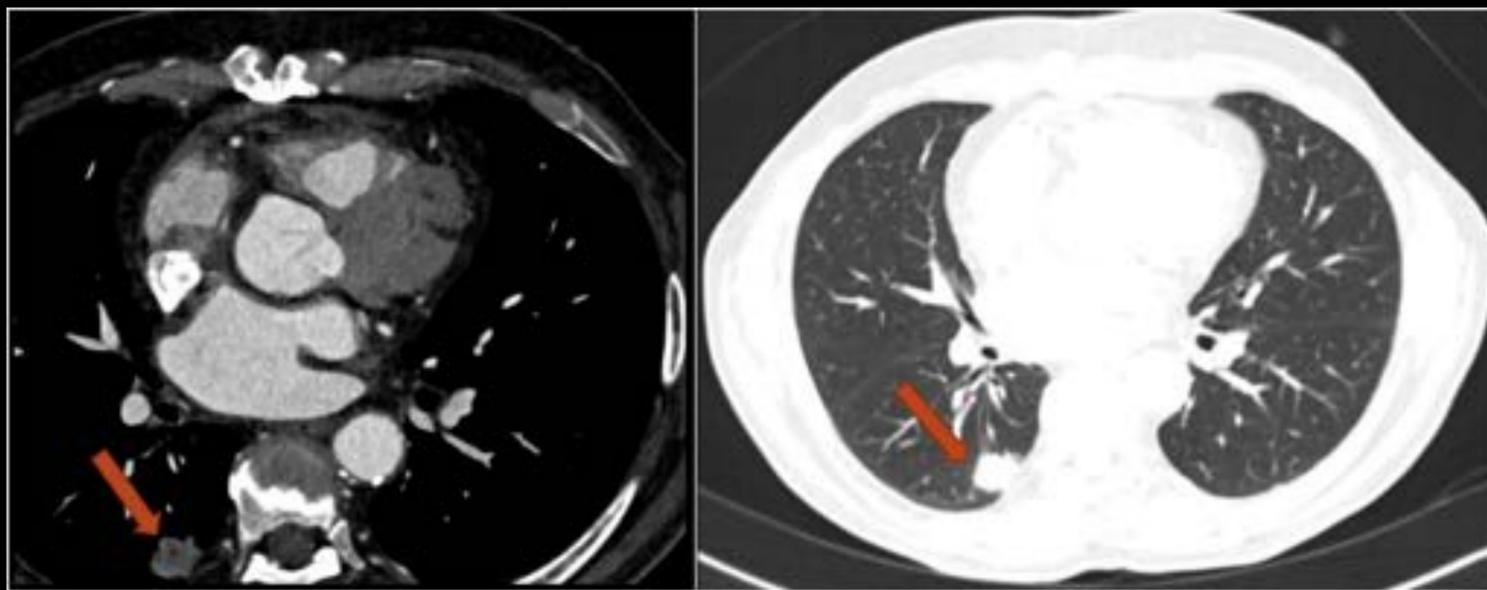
Hombre de 70 años trasplantado cardíaco desde hace 12 años. Cortes axiales del angio-TC cardíaco, donde se observa un nódulo subpleural en el lóbulo inferior derecho que correspondió a un tumor pulmonar tras biopsia.
